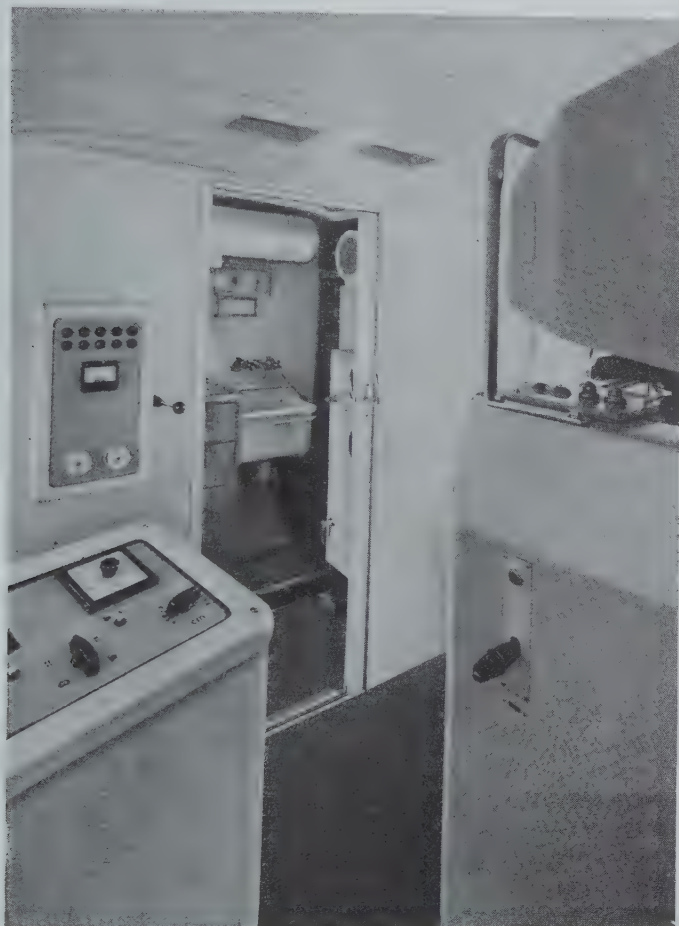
«Подвижная» рентгеновская лаборатория изнутри
